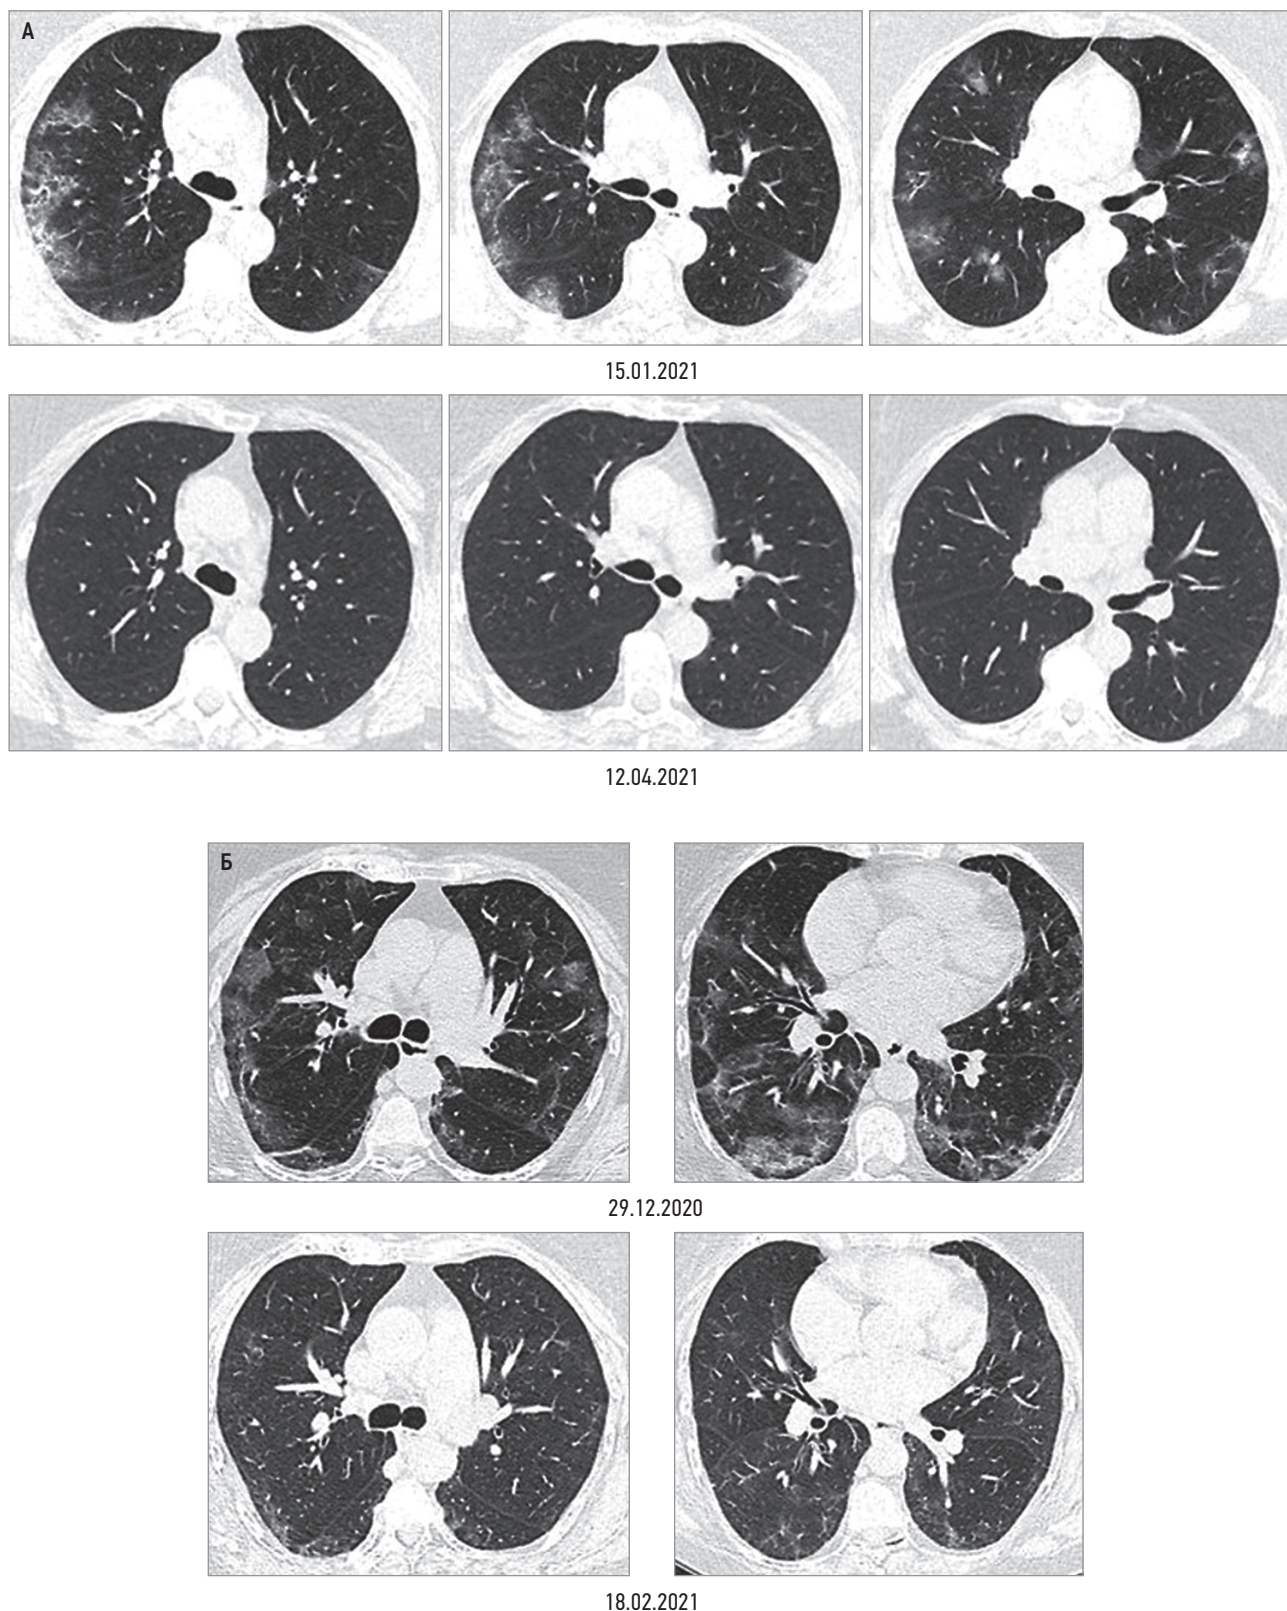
Динамика на фоне терапии COVID-19-вирусной пневмонии: А – полный регресс изменений; Б – частичный регресс изменений. Компьютерная томография
